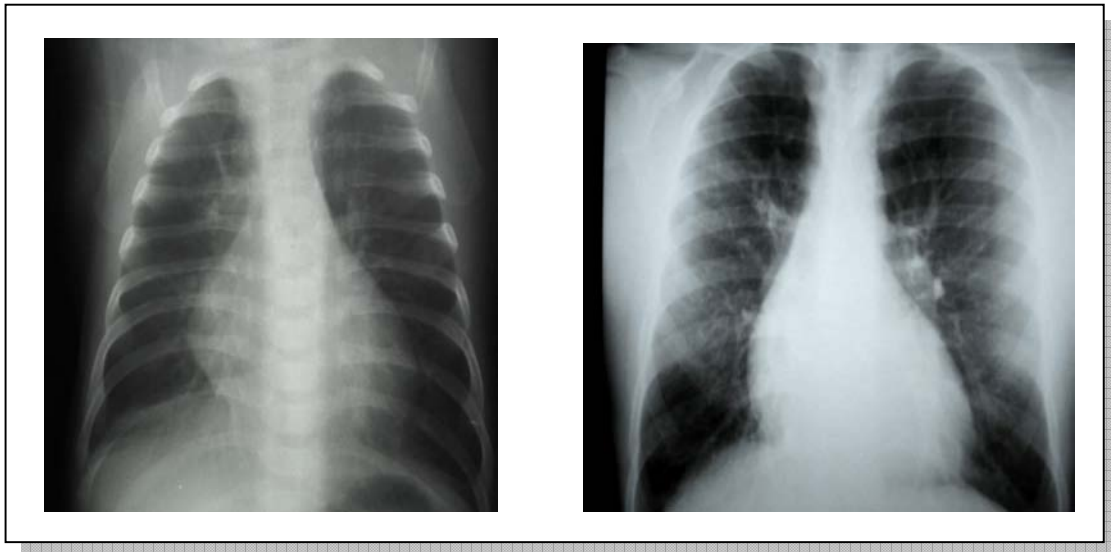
Radiografia do estudo anterior do paciente número 18, que sugere retificação de cúpulas diafragmáticas
